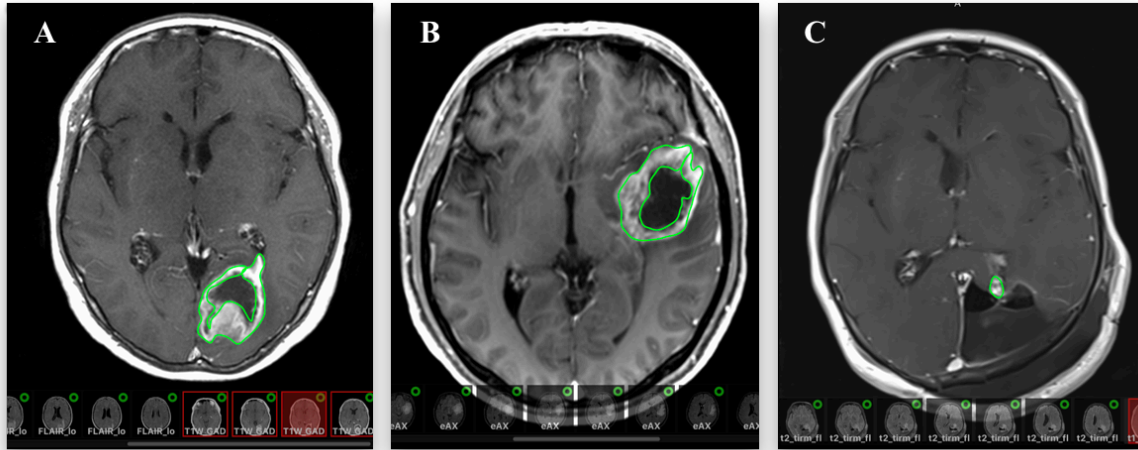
Imágenes representativas de segmentación manual de áreas de captación de contraste en Resonancia Magnética (RM). Se realizó una segmentación manual de las RM de pacientes con gliomas de alto grado, utilizando el programa Horos (v4.0.0). A y B muestran secuencias T1-Gadolinio de RM preoperatorias con patrón de captación de contraste en anillo (pacientes GBM-03 y GBM-12, respectivamente). C muestra una captación de contraste residual en RM postoperatoria inmediata (paciente GBM-03).*
